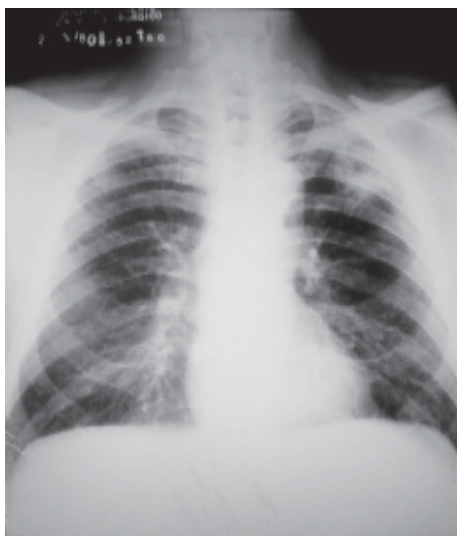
Radiografía frontal del tórax. Imagen cavitaria del lóbulo superior izquierdo con nivel hidroaéreo.
